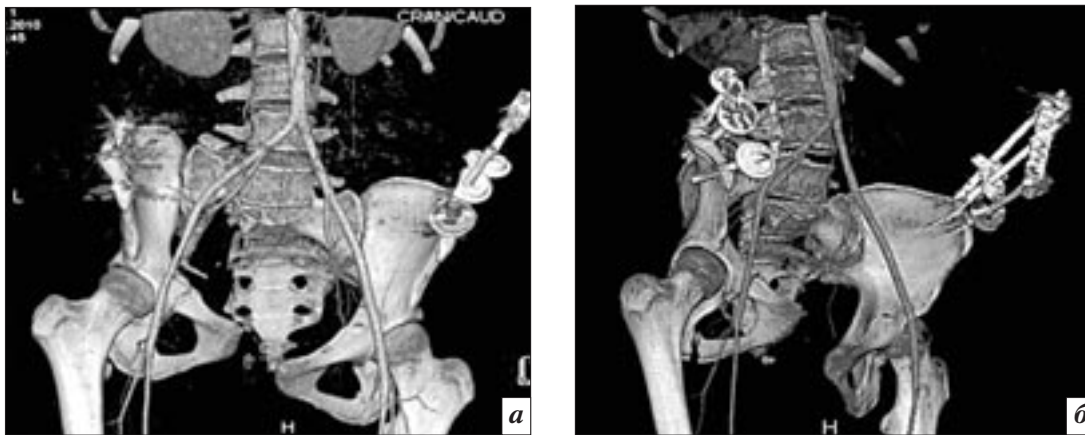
МСКТ-ангиография с 3D-реконструкцией. Состояние после металлоостеосинтеза костей таза. Вертикальный сдвиг (тип С по Tile) с трансфораминальным оскольчатым переломом крестца справа. Перелом переднего тазового кольца с обеих сторон, правого поперечного отростка L5.
